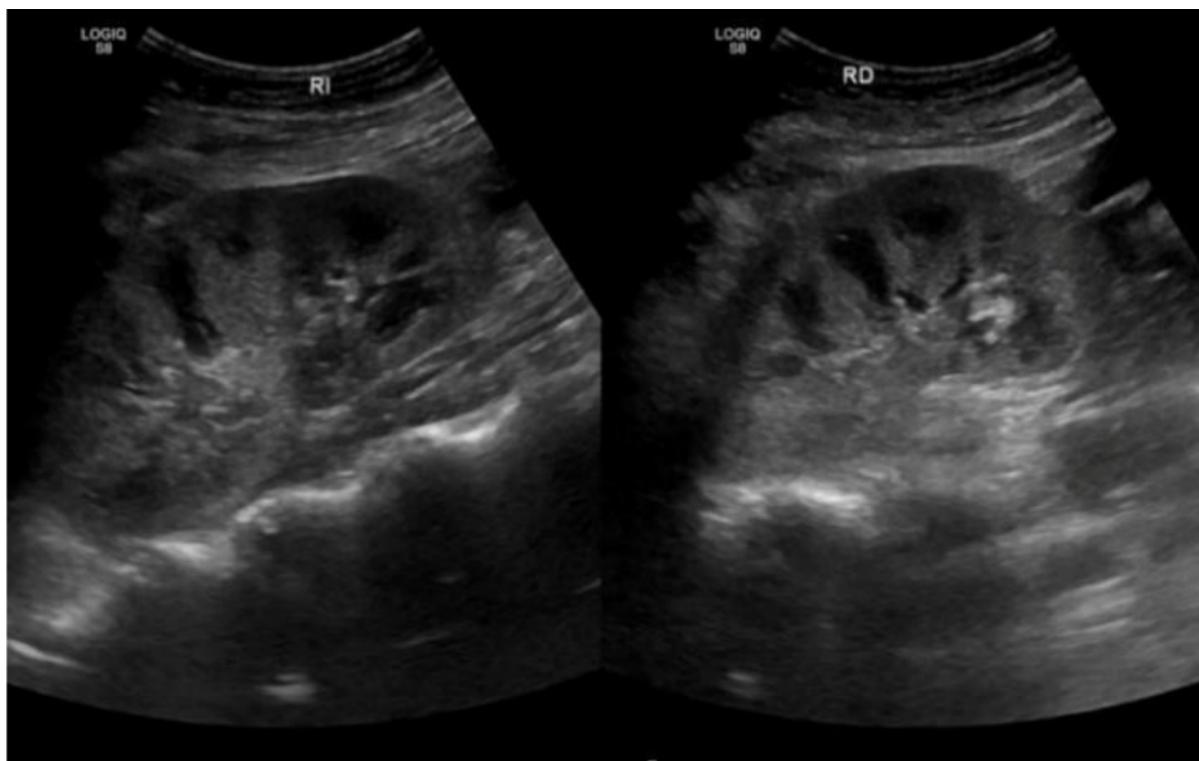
Ecografía renal
